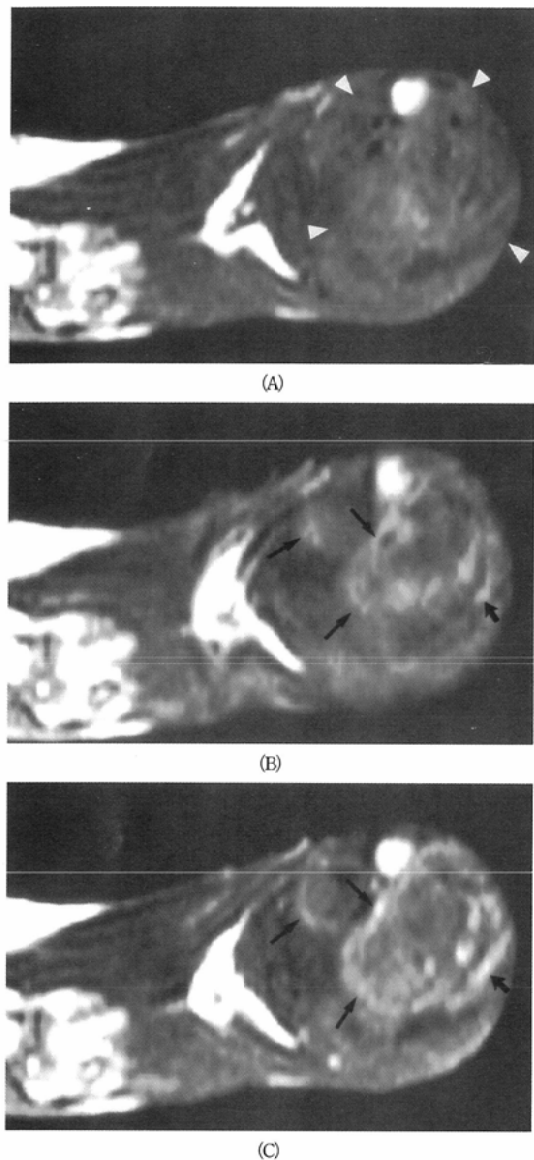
dynamic MR imaging with intraarterial lipiodol injection: (A) Pre-injection. (B) After 1 min. (C) After 2 min. The signal intensity of the tumor had been risen gradually (arrows). Arrowheads show the tumor.
